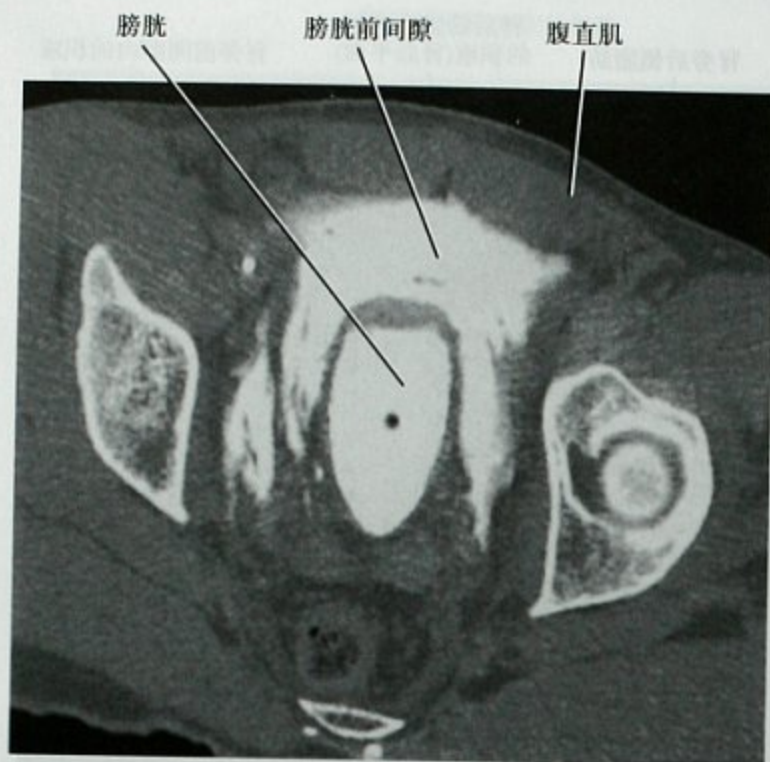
盆腔外伤膀胱腹膜外破裂患者膀胱内灌注水溶性对比剂后的横断位 CT, 显示对比剂在膀胱前间隙内的积聚
